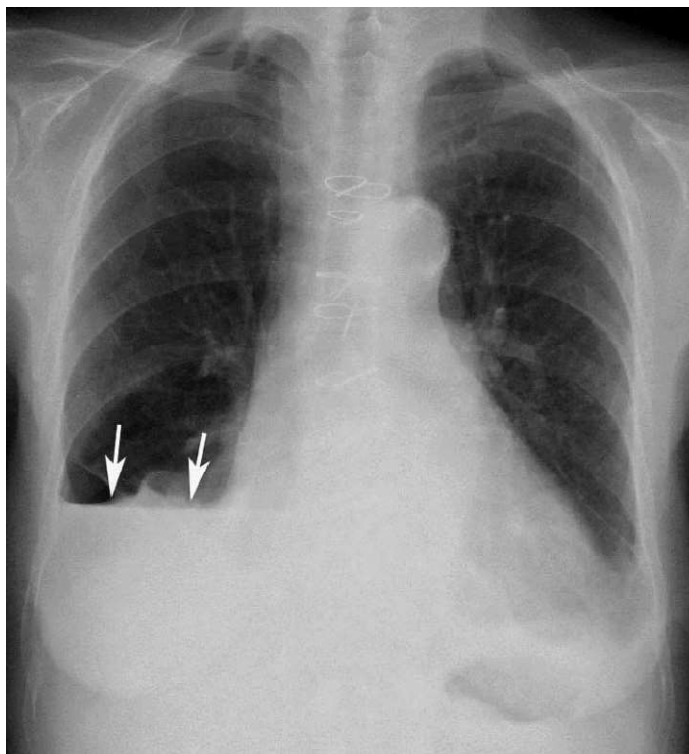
Radiographie thoracique de face : Hydro-PNO droit.
